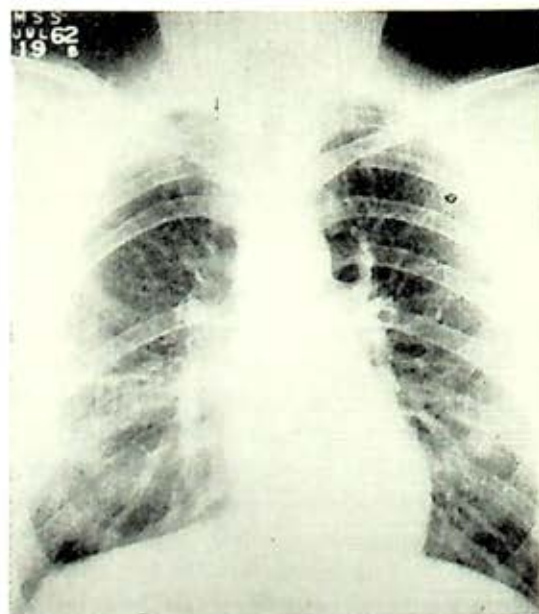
Caso I. Radiografía postoperatoria; ausencia de 6a. costilla derecha y desaparición del infiltrado.
